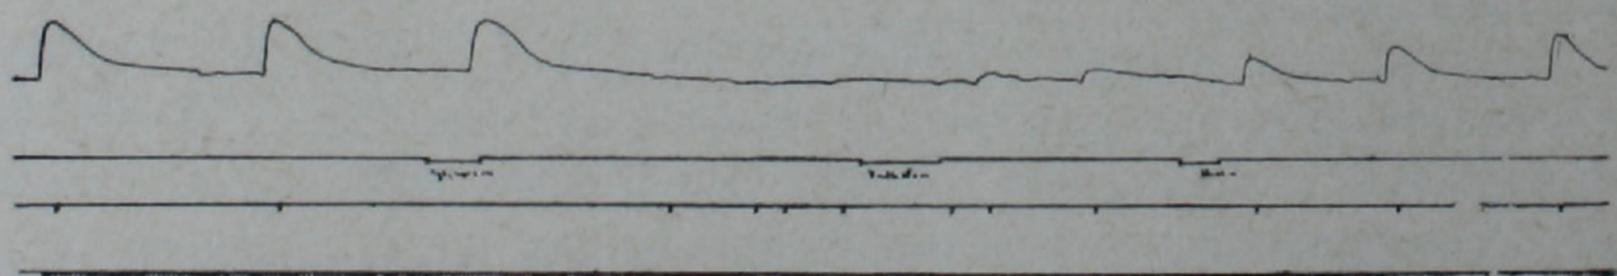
Влияние унитиола на ингибирующий эффект цитизина в шейном симпатическом ганглии. Сверху вниз: запись сокращения третьего века, отметка введения химических раздражителей в ток перфузии ганглия, отметка электрического раздражения преганглионарного симпатического нерва на шее.
